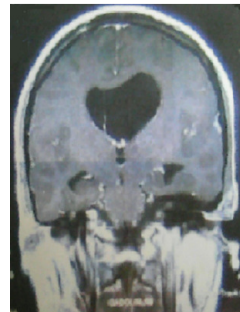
TDM cérébrale (coupe coronale) : dilatation du ventricule latéral gauche
